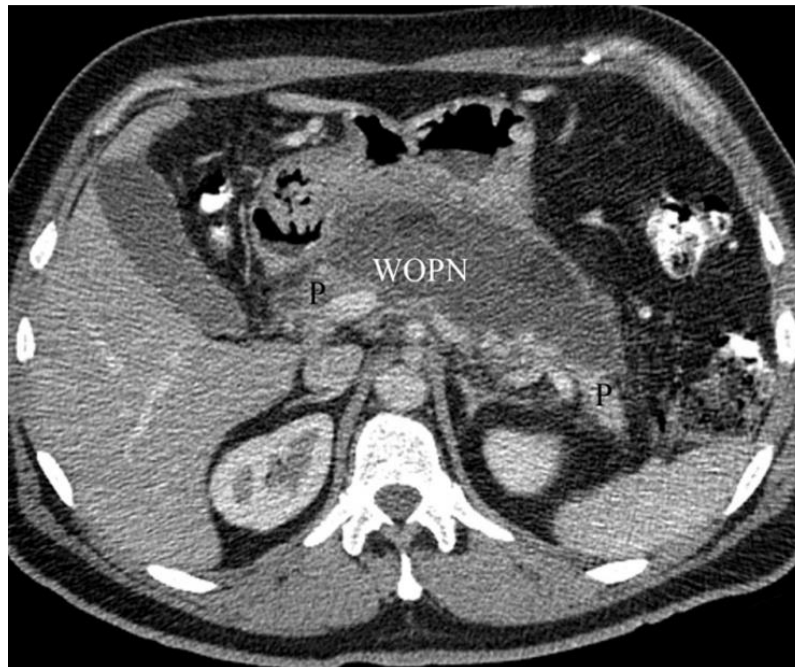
Nécrose pancréatique circonscrite (NPC) chez un homme de 45 ans présentant une pancréatite aiguë alcoolique. La tomодensitométrie (TDM) avec produit de contraste, obtenue huit semaines après la survenue d'une crise aiguë, montre une NPC avec une paroi épaisse, irrégulière prenant le contraste et contenant du tissu adipeux nécrotique.
